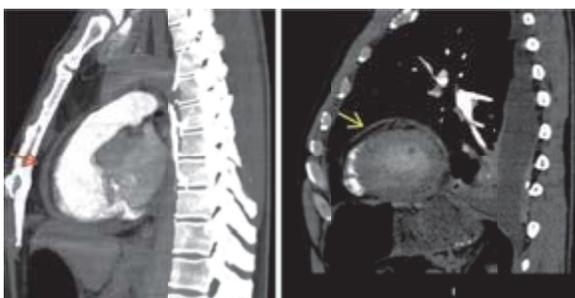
Angiotomografía de tórax en la que se observa engrosamiento pericárdico difuso, predominantemente en cavidades derechas.
